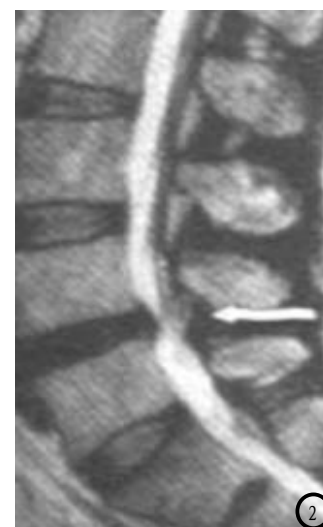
L₄₋₅间盘突出术前MRI影像图像 图2 L₄₋₅间盘突出术后MRI影像图像
